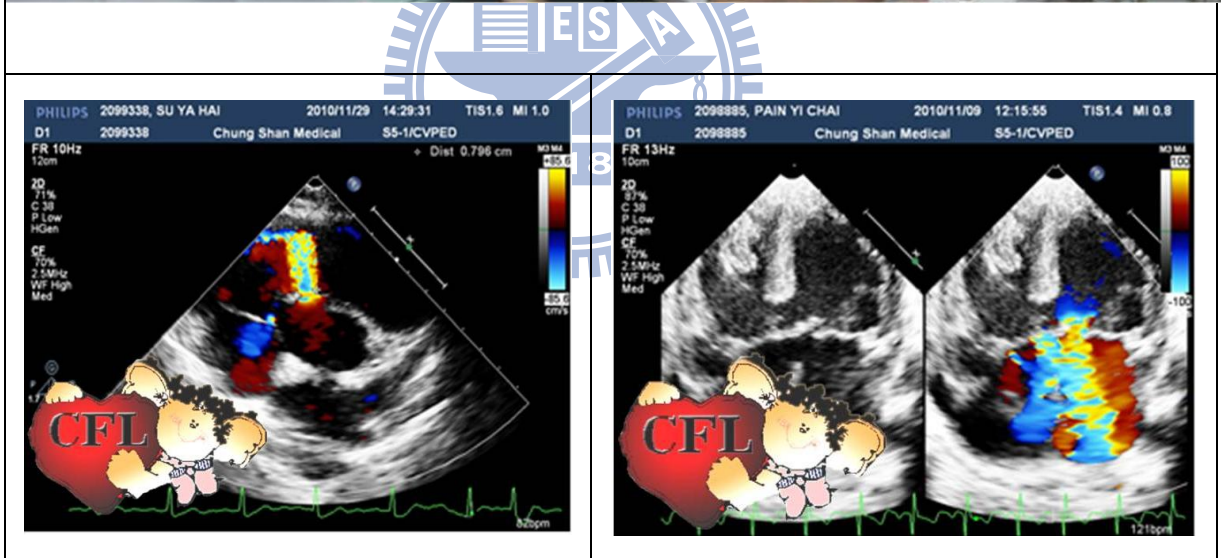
大型平台式傳統心臟超音波及影像：需在醫療院所進行檢查
